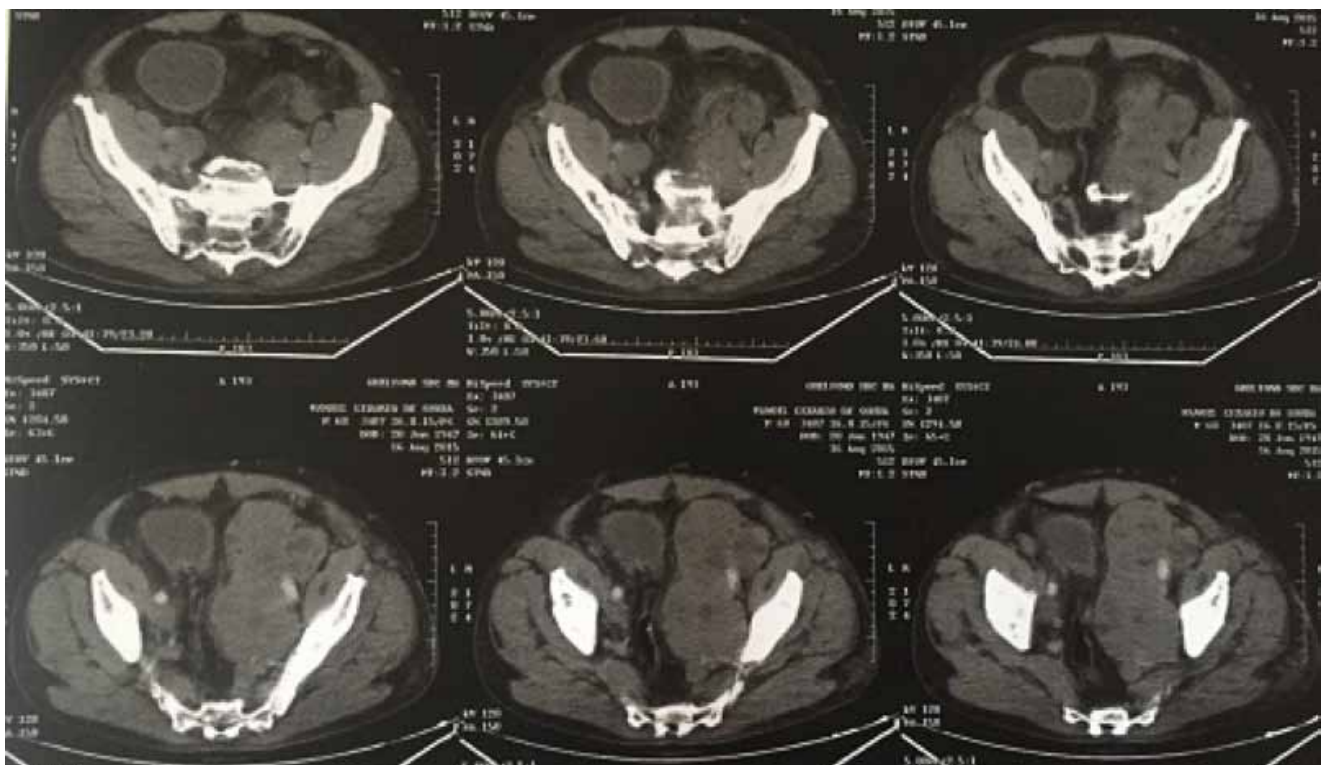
Tomografia Computadorizada em cortes axiais de região pélvica com demonstração de bexiga rechaçada para a direita pela presença de massa tumoral de contornos irregulares e limites pouco definidos com envolvimento de vasos ilíacos a esquerda.
